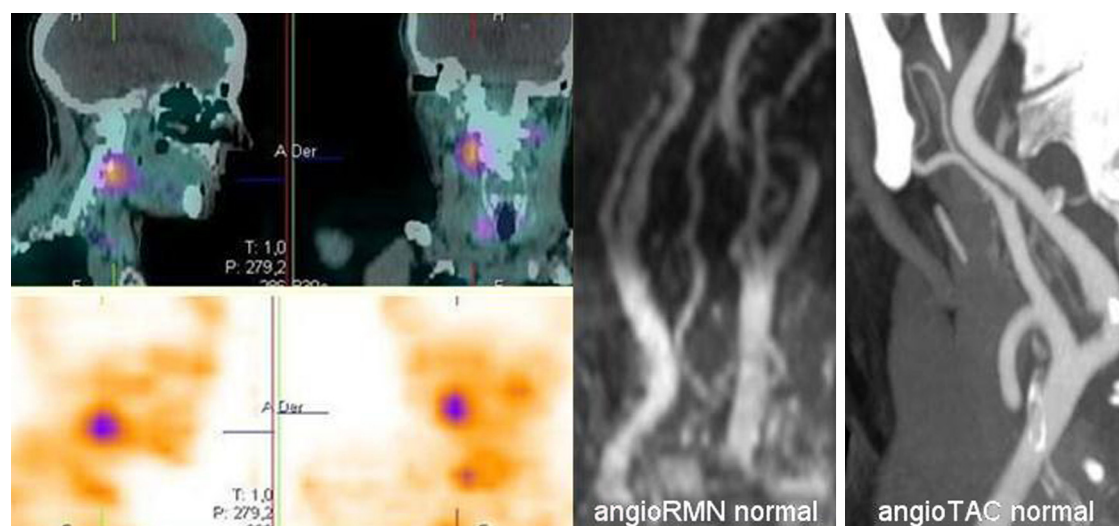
Paciente intervenida de PC izquierdo en el año 2008. Evidencia de recidiva local derecha en GRS (*Octreo-Scan*) con angio-RM y angio-TC de troncos supraaórticos normales.
